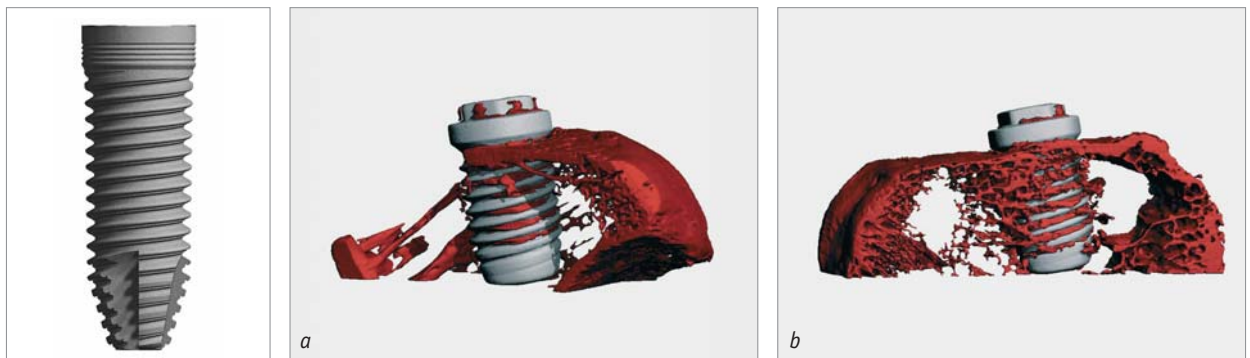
Das vollständige Implantat mit hochgezogener Kerbung und TiUnite®-Beschichtung. – Abb. 10a und b: Dreidimensionale Rekonstruktion eines CT-Scans; es zeigt die rasche Osseointegration in der Kerbung. Bild a) wurde nach sieben Tagen, Bild b) nach 14 Tagen Einheilungsprozess in einem Kaninchenbeinknochen aufgenommen.
